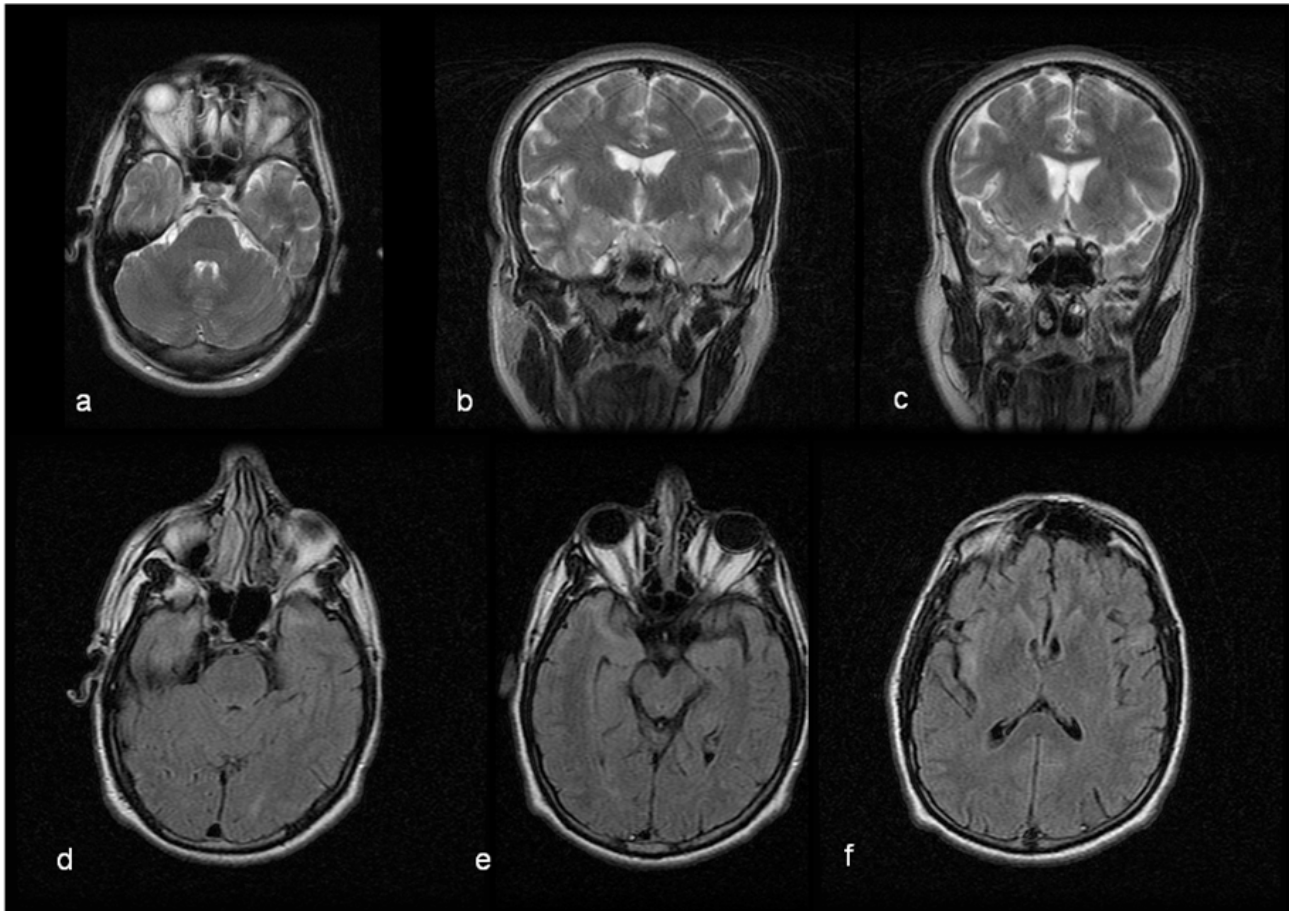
Ressonância magnética inicial (doente um). a-axial T2; b-c coronal T2; d-e-f axiais FLAIR (fluid-attenuated inversion recovery).
